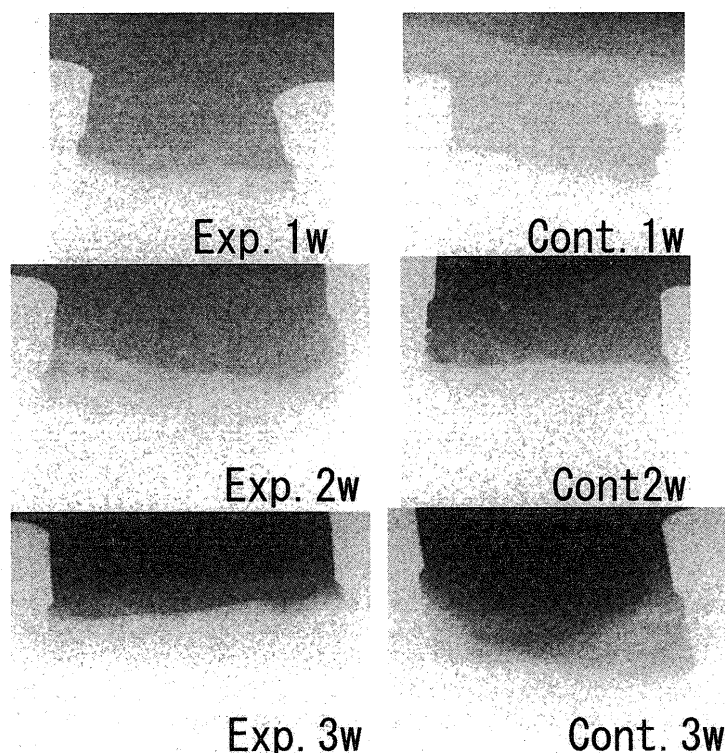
PRP応用による骨欠損部の再生の軟X線像。
